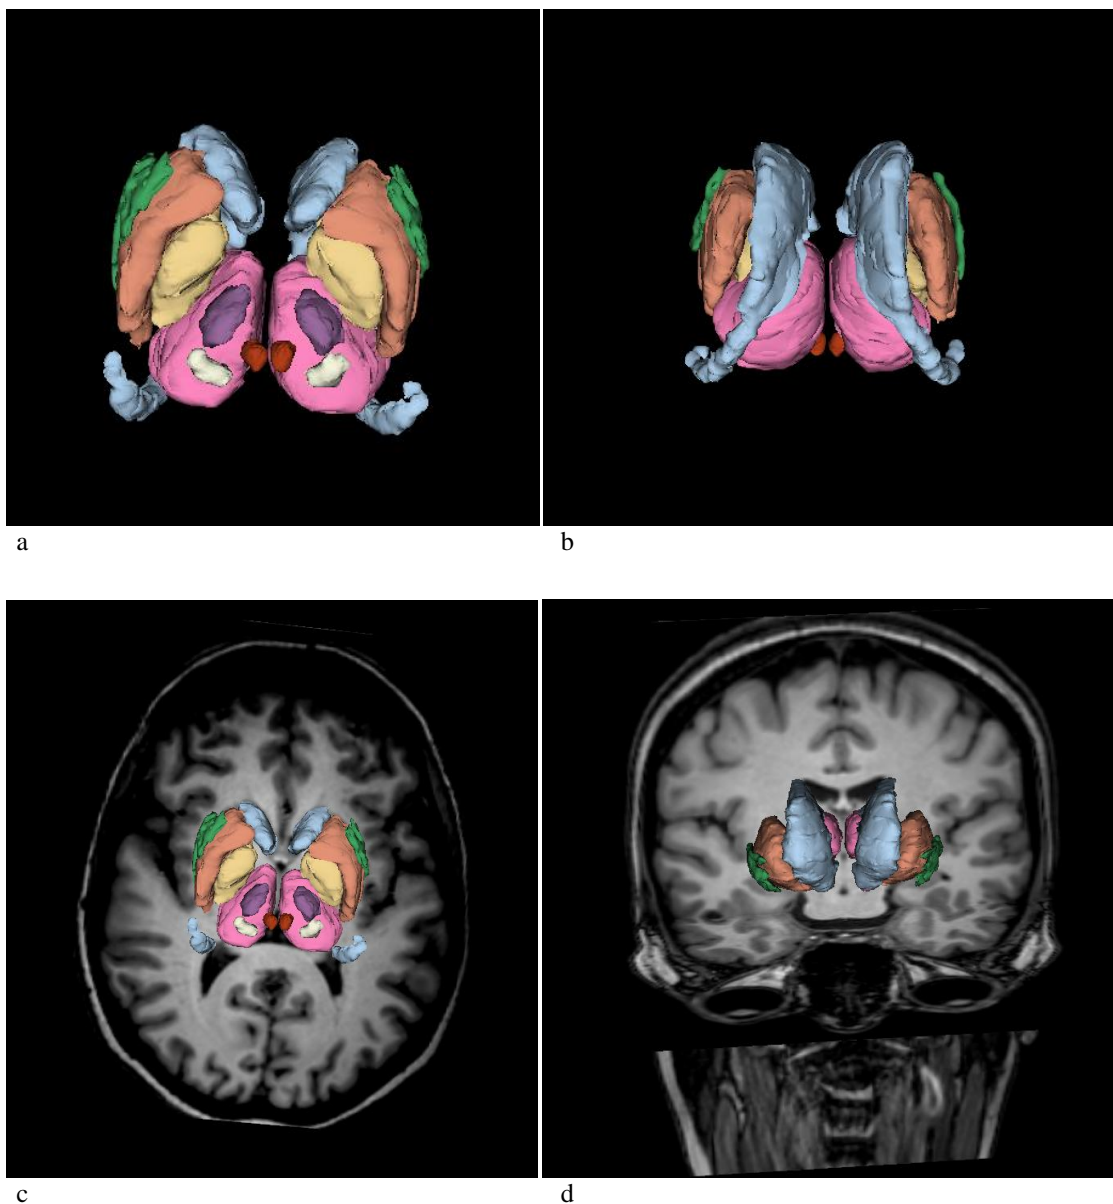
Representación tridimensional global de los núcleos de la base citados, visión inferior (a) y superior (b). Superposición a imágenes de RM, secuencia 3DFSPGR, en plano axial (c) y coronal (d). Idéntico código de colores que el utilizado en su descripción individual. Azul: núcleo caudado. Naranja: Putamen. Amarillo: Globo pálido. Morado: Sustancia negra. Rojo: Núcleo rojo. Blanco: Núcleo subtalámico. Estructuras relacionadas: Verde: Claustro. Rosa: Tálamo.
